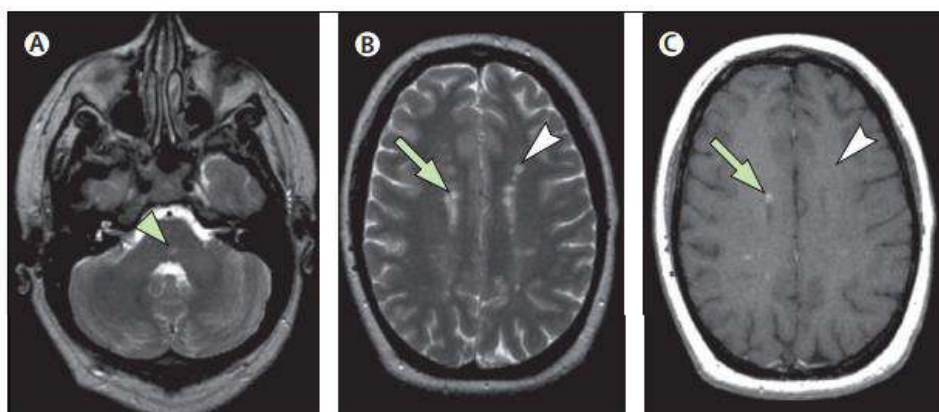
Resonancia magnética de un paciente con síndrome clínicamente aislado. Tomado de: Miller et al. (62).
